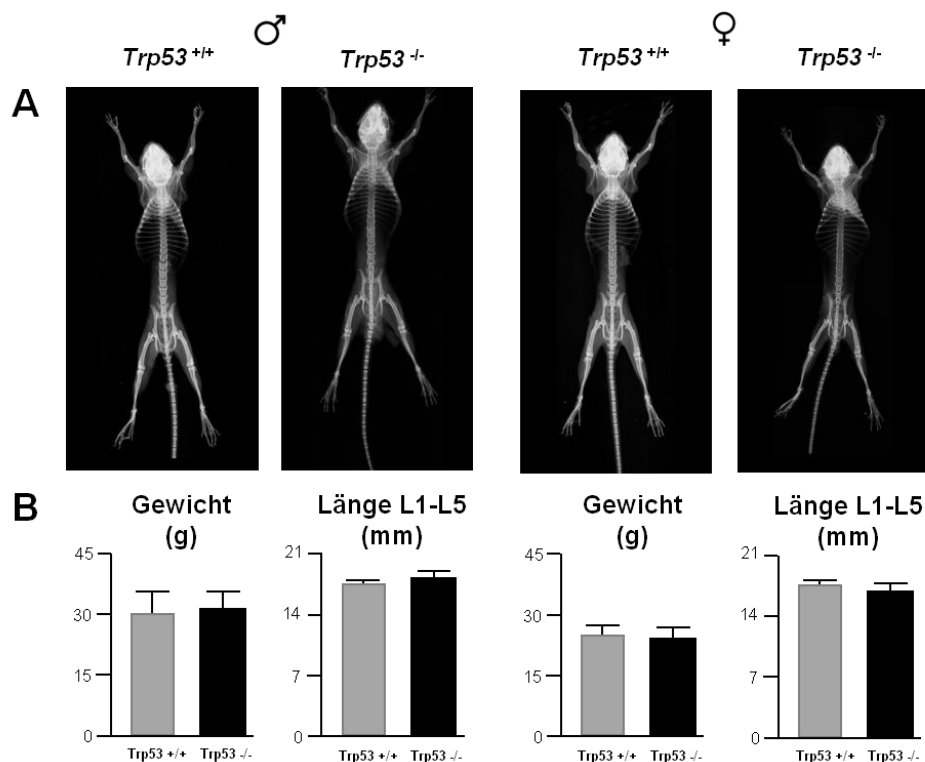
Charakterisierung *Trp53*-defizienter Mäuse. (A) In der ersten Darstellung sind Kontaktradiographien 13 Wochen alter *Trp53*-defizienter Mäuse (*Trp53*^{-/-}) mit denen von Wildtypen (*Trp53*^{+/+}) verglichen worden. (B) Im Anschluss daran wurden die Lendenwirbelkörper vermessen und die Tiere gewogen.
